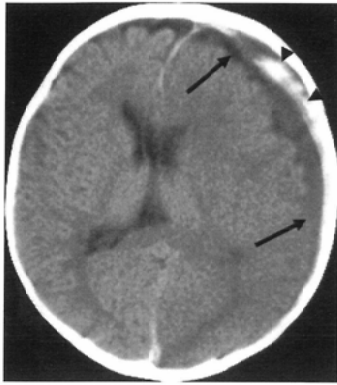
CT scan obtained at admission reveals acute left subdural hematoma mixed with areas of large low attenuation (arrows) and small high attenuation (arrowheads). Brain swelling and obscuration of the corticomedullary junction is noted.
